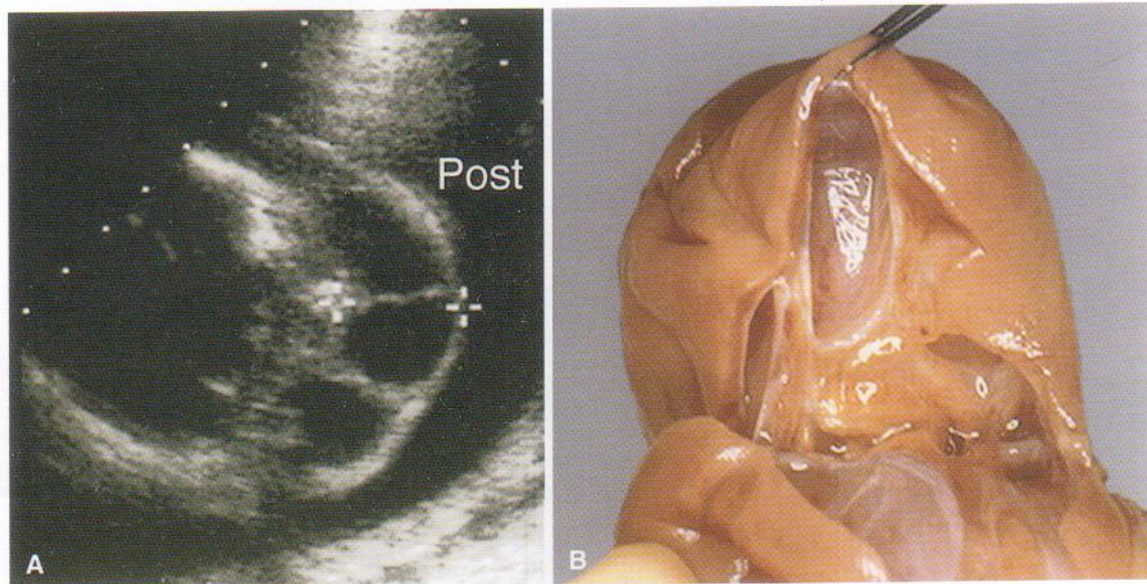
Higroma quístico. A, Ecografía axial transversal del cuello de un feto con un higroma quístico de gran tamaño. B, Fotografía de una disección de cuello. Se demostró la existencia de higroma quístico en este corte transversal de la parte posterior del cuello a las 18,5 semanas de gestación. La lesión se caracterizaba por múltiples áreas quísticas separadas dentro de la masa, como se observa en la muestra patológica (B). Post, posterior. (Cortesía de Wesley Lee, MD, Division of Fetal Imaging, William Beaumont Hospital, Royal Oak, Michigan, EE.UU.)
